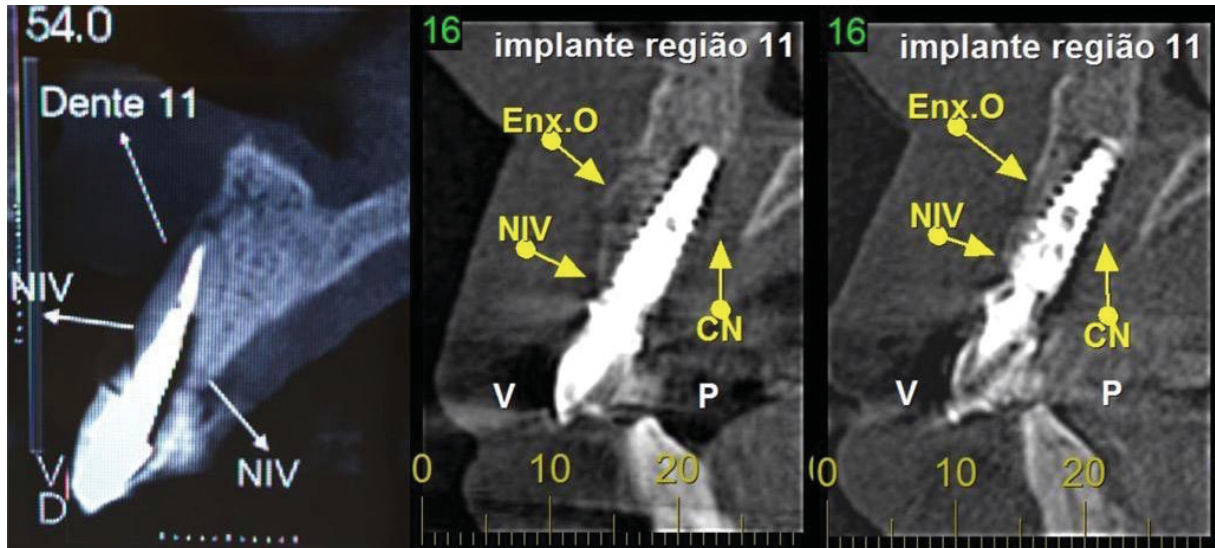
Comparativo das três tomografias - primeira, segunda e terceira.
